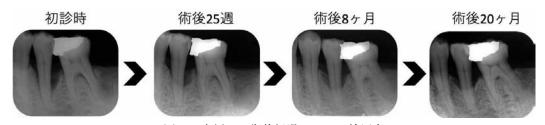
症例 1 の術後経過エックス線写真 Fig. 9 X-rays in postoperative course 術後 6 か月目あたりから歯槽骨の再生が観察される
